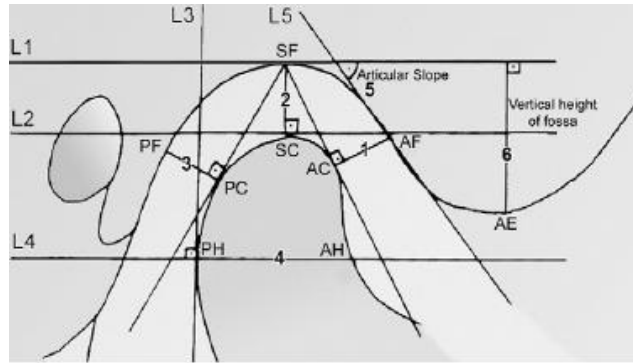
Mediciones realizadas sobre radiografías transcraneales.
